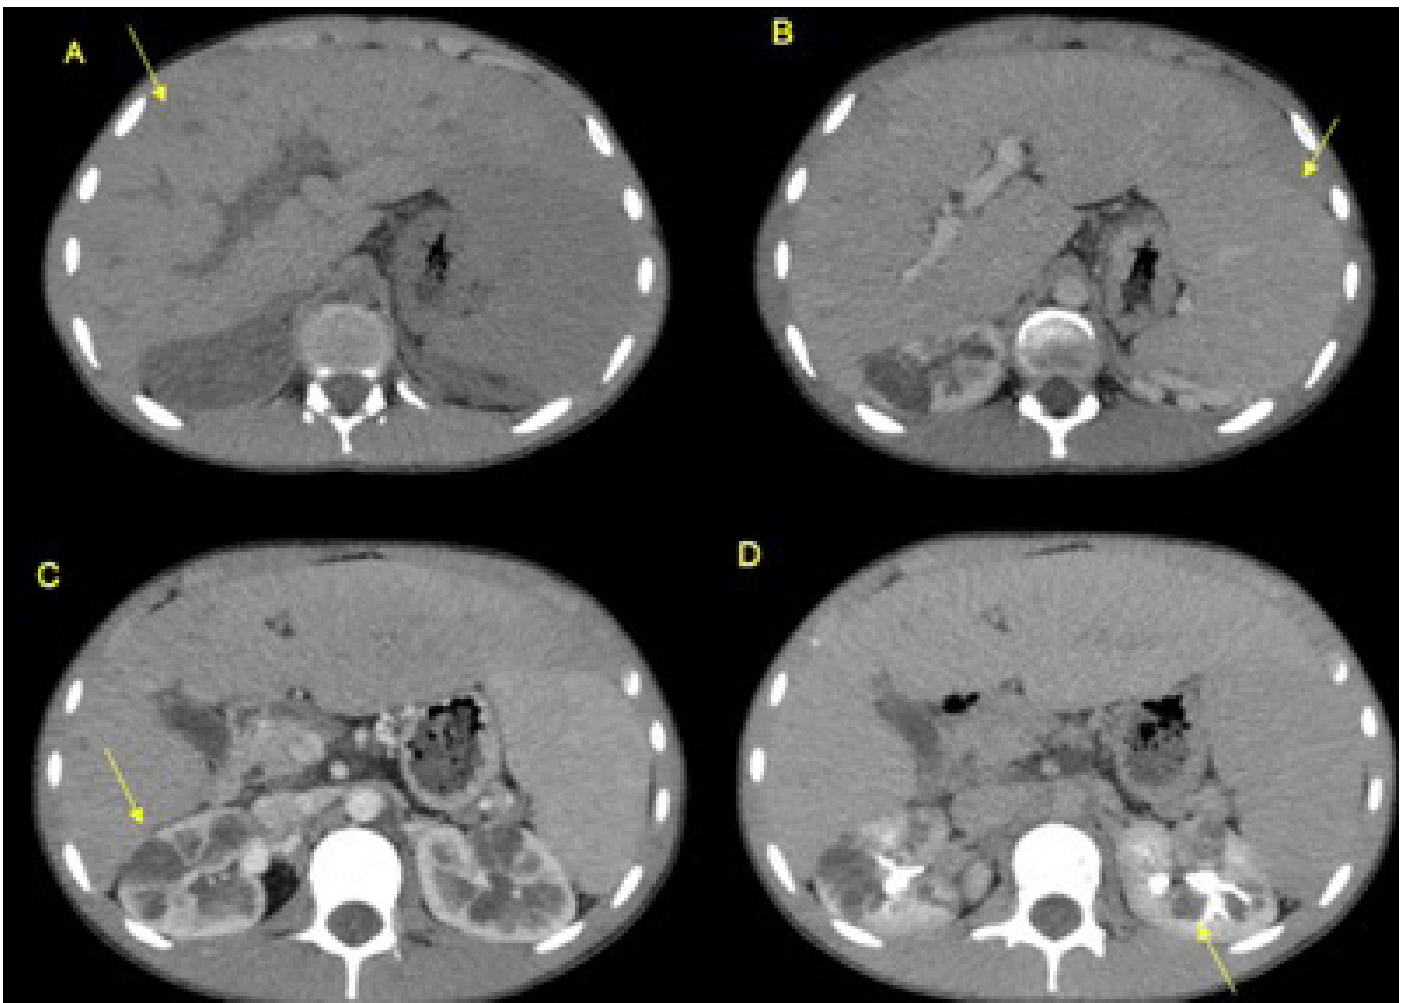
TC de abdome no corte axial sem contraste em (A) e com contraste endovenoso nas fases portal (B e C) e tardia (D) mostrando a leve dilatação das vias biliares intra-hepáticas (seta em A), a hepatoesplenomegalia (seta em B) e as áreas irregulares hipocaptantes esparsas no parênquima renal bilateralmente (setas em C e D).
